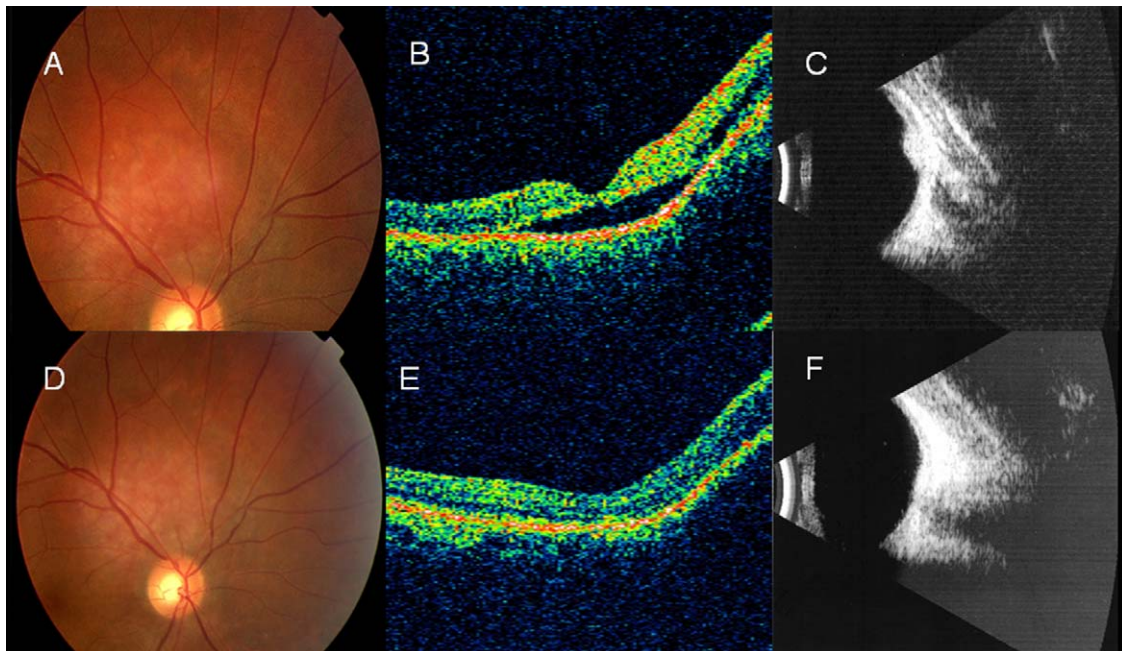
A) Imagen de fondo de ojo antes de la terapia que muestra una tumoración anaranjada en la zona suprapapilar. B) La OCT sobre el área macular exhibe líquido subretiniano subfoveal. C) Ecografía modo B antes de la TFD. Masa sólida homogénea hiperintensa, sin sombra acústica posterior. D) Aspecto de la retina tras la TFD. E) Ausencia de fluido subretiniano en la OCT después del tratamiento. F) Ecografía después de la TFD. Se aprecia una disminución considerable de la masa.
